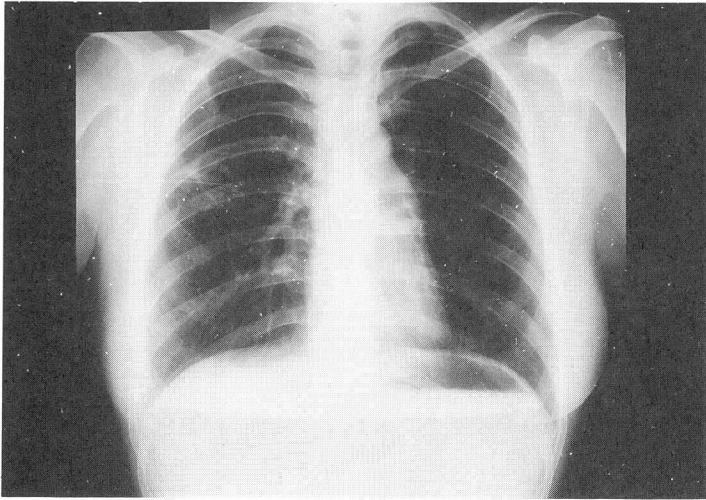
Chest roentgenogram in June 27, 1988 showed the nodular shadow and cavity in the right upper lung field.
